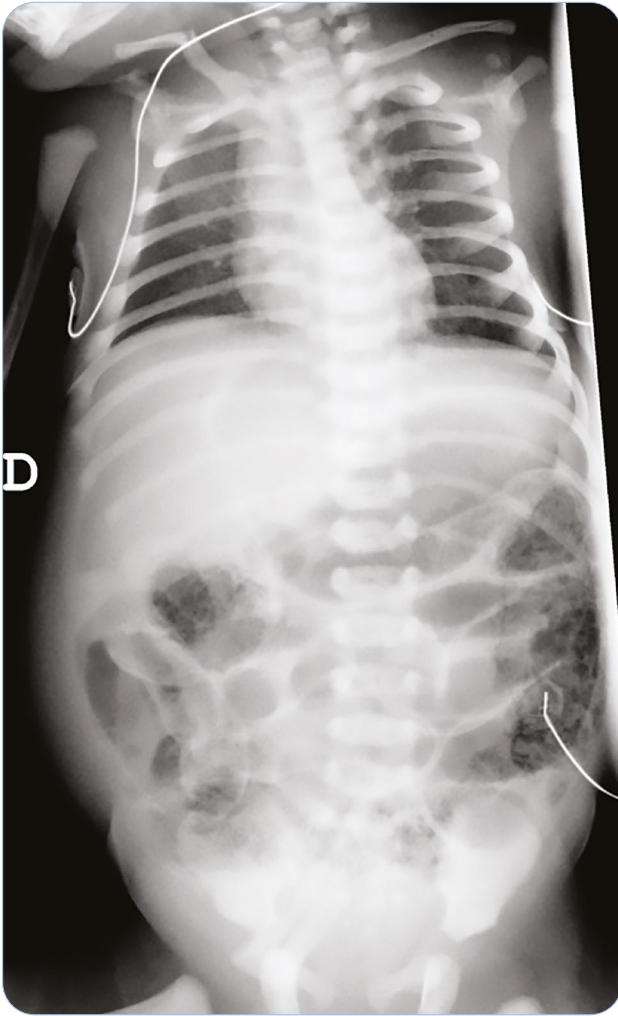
Radiografía anteroposterior en decúbito supino (día 2 de vida). Marcada dilatación de asas intestinales, sobre todo de colon, con heces en su interior y sin gas en la ampolla distal. Extenso neumoperitoneo en hemiabdomen superior que delimita el ligamento falciforme.
